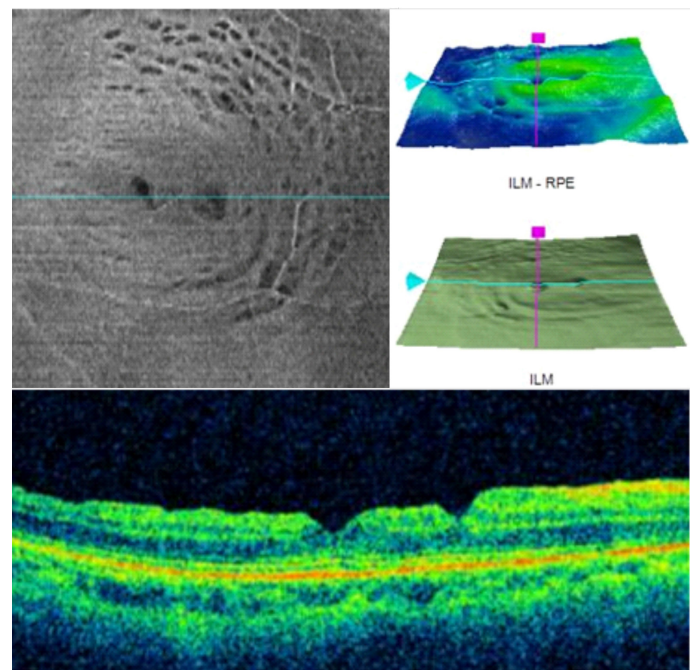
Disociación de la capa de fibras nerviosas del nervio óptico (DONFL, *dissociated optic nerve fiber layer*): apariencia de DONFL en la tomografía de coherencia óptica de un paciente al que se le ha extraído la membrana limitante interna en el contexto de una cirugía de agujero macular. Se aprecian las estrías características que siguen el trayecto de las fibras nerviosas.
